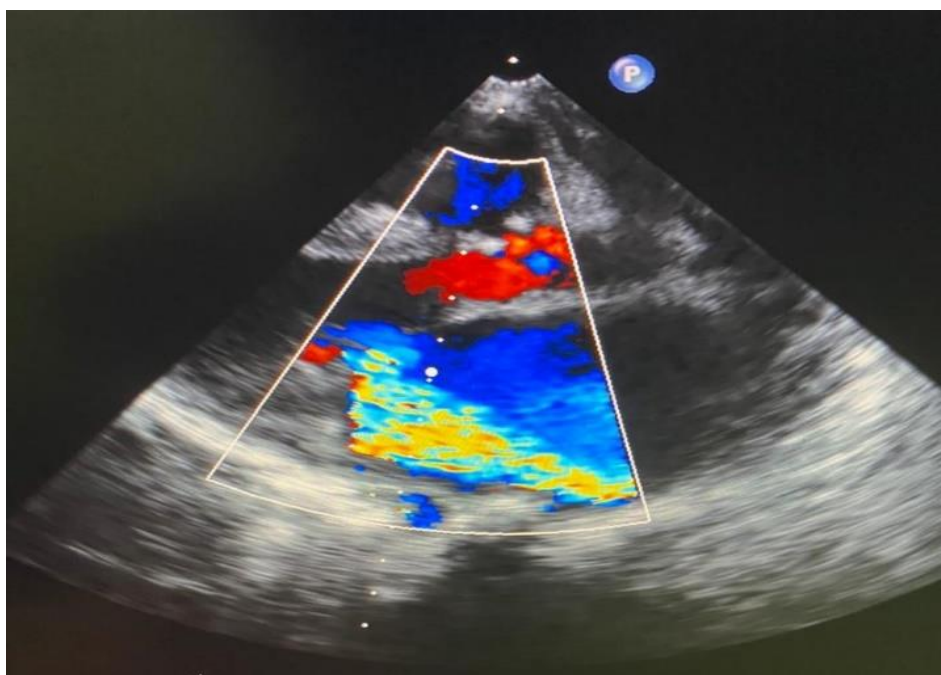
Vue parasternale grand axe au doppler couleur sur la valve mitrale
